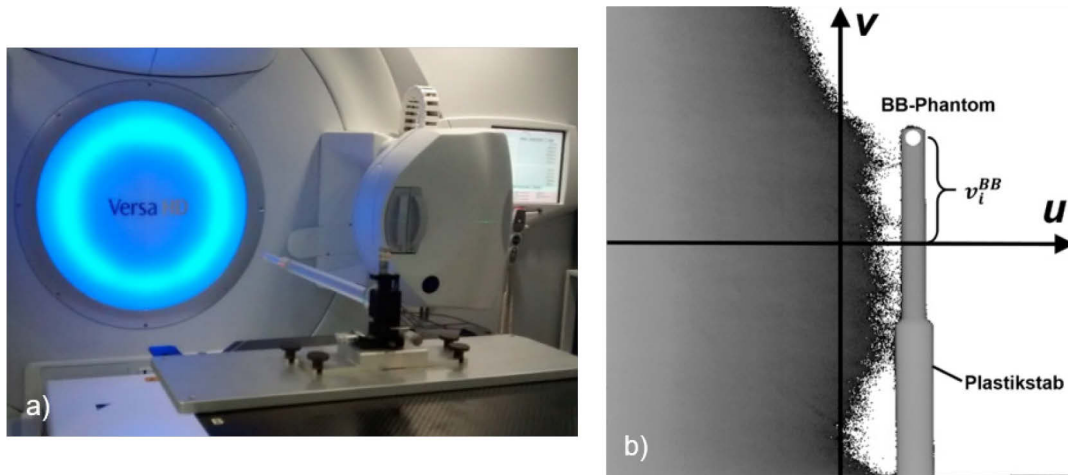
a) Aufbau am Linearbeschleuniger vor dem BB Phantom Scan. b) BB Phantom in einer CBCT-Projektion mit der durch ein Programm ermittelten Strecke v_i^{BB} .
